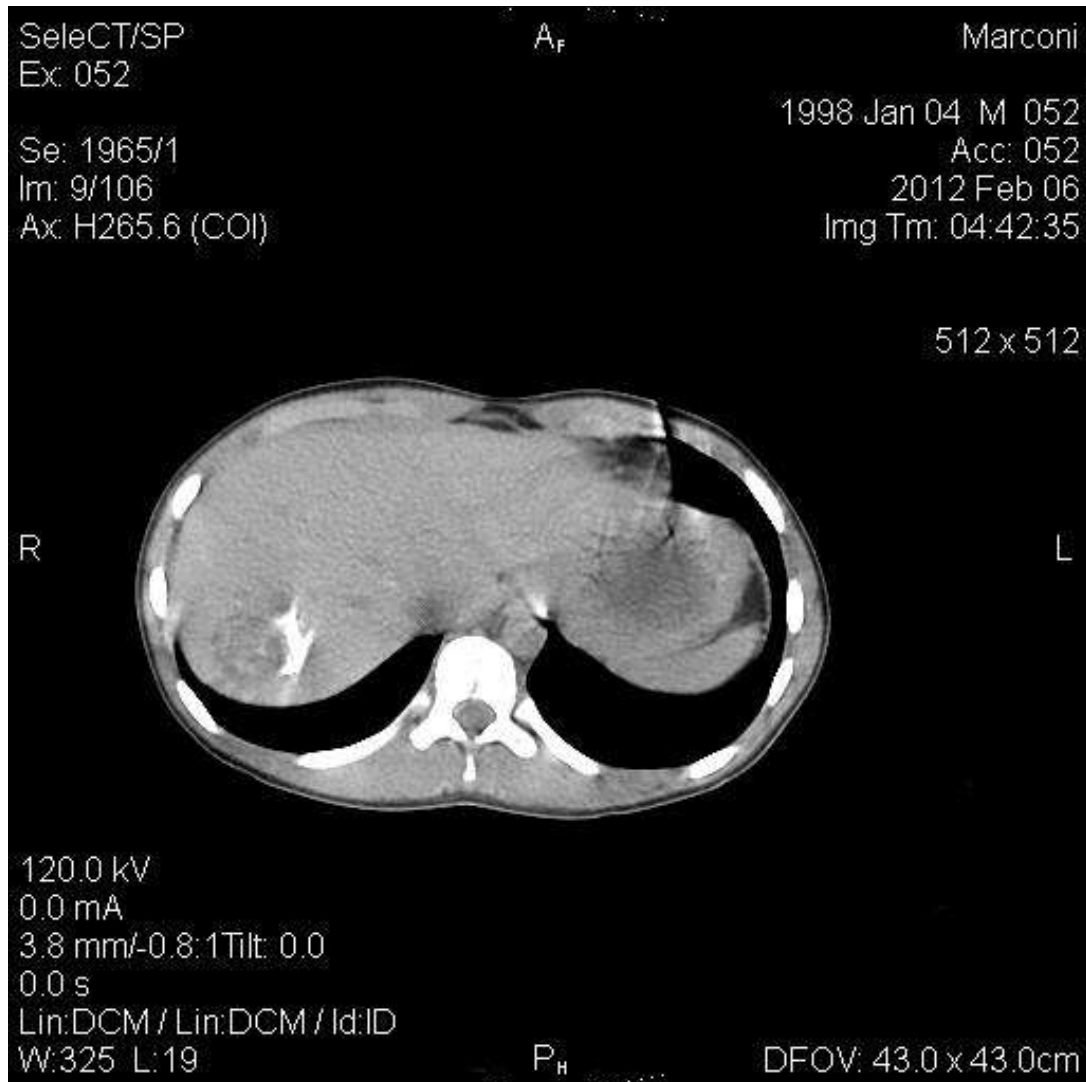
Комп'ютерна томограма, що демонструє паразитарну кісту правої долі печінки (хворий С., 31 рік).
